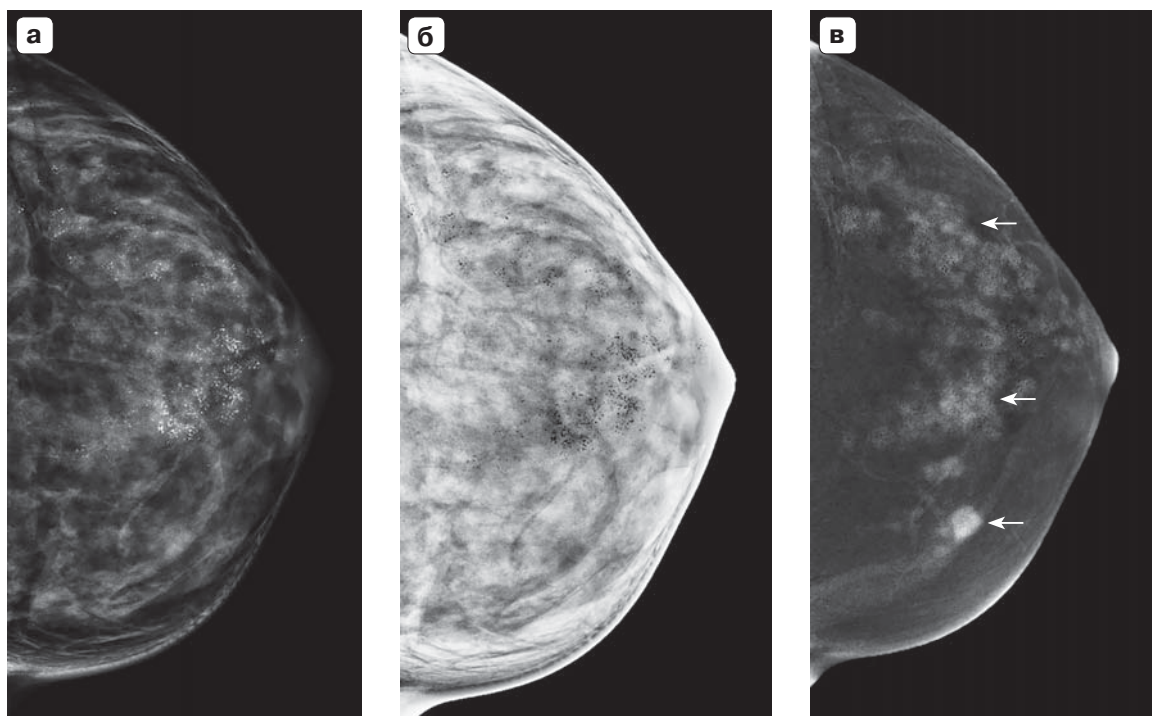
Маммограммы левой молочной железы, краниокаудальная проекция (LCC). а – цифровая 2D-маммограмма левой молочной железы, диффузное расположение микрокальцинатов; б – цифровая 2D-маммограмма левой молочной железы (режим инверсии, рентгенопозитивное изображение), диффузное расположение микрокальцинатов; в – рекомбинированное изображение левой молочной железы, определяется патологическое накопление контрастного препарата во всех отделах молочной железы (тонкие стрелки).
